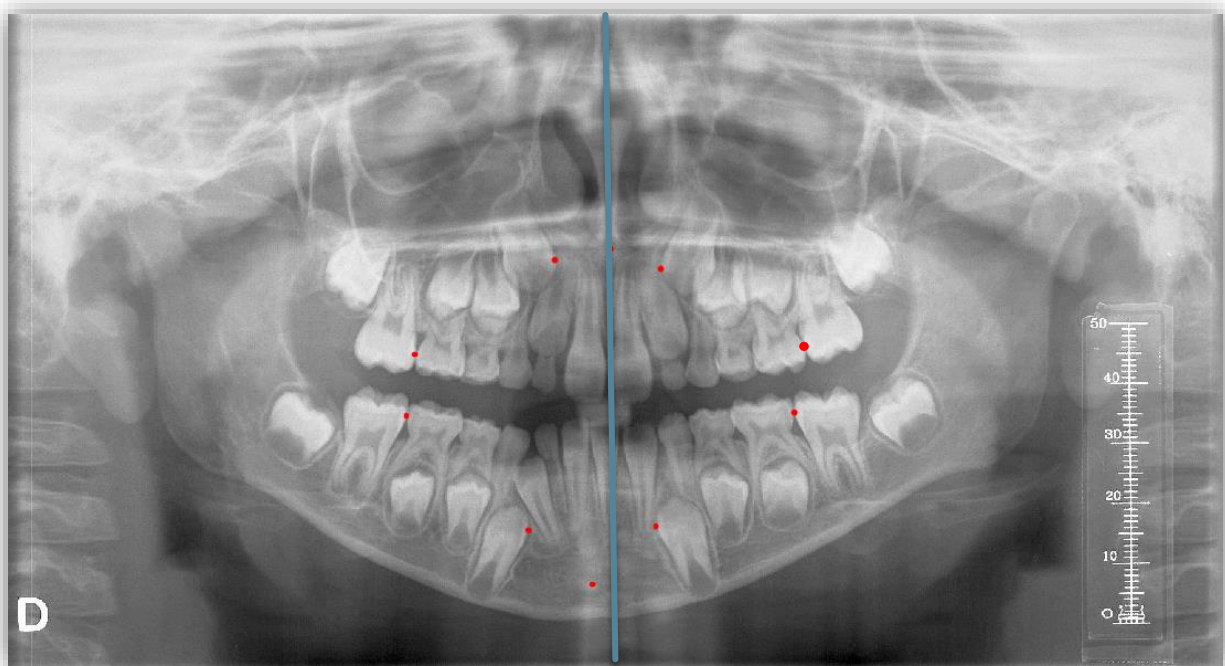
Eje axial de la ortopantomografía.
